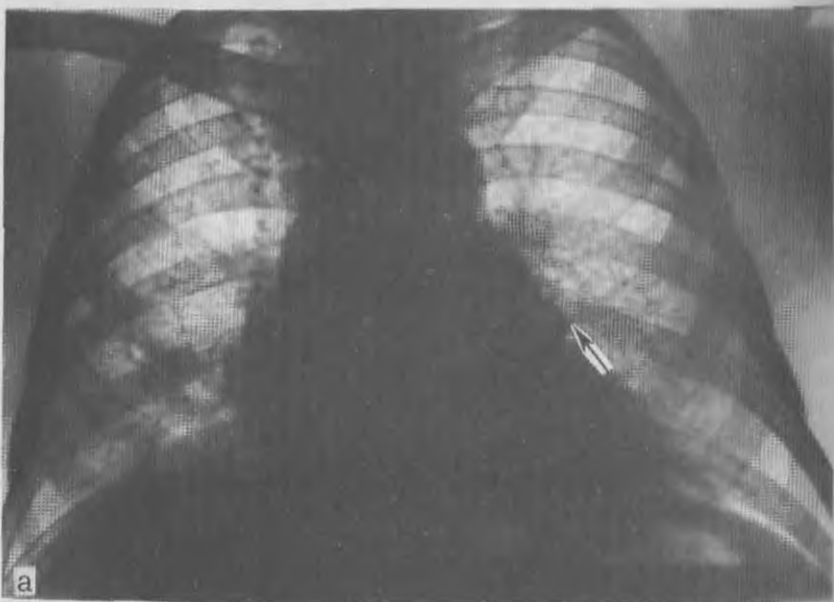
Рентгенограммы легких при развитом силикозе.
